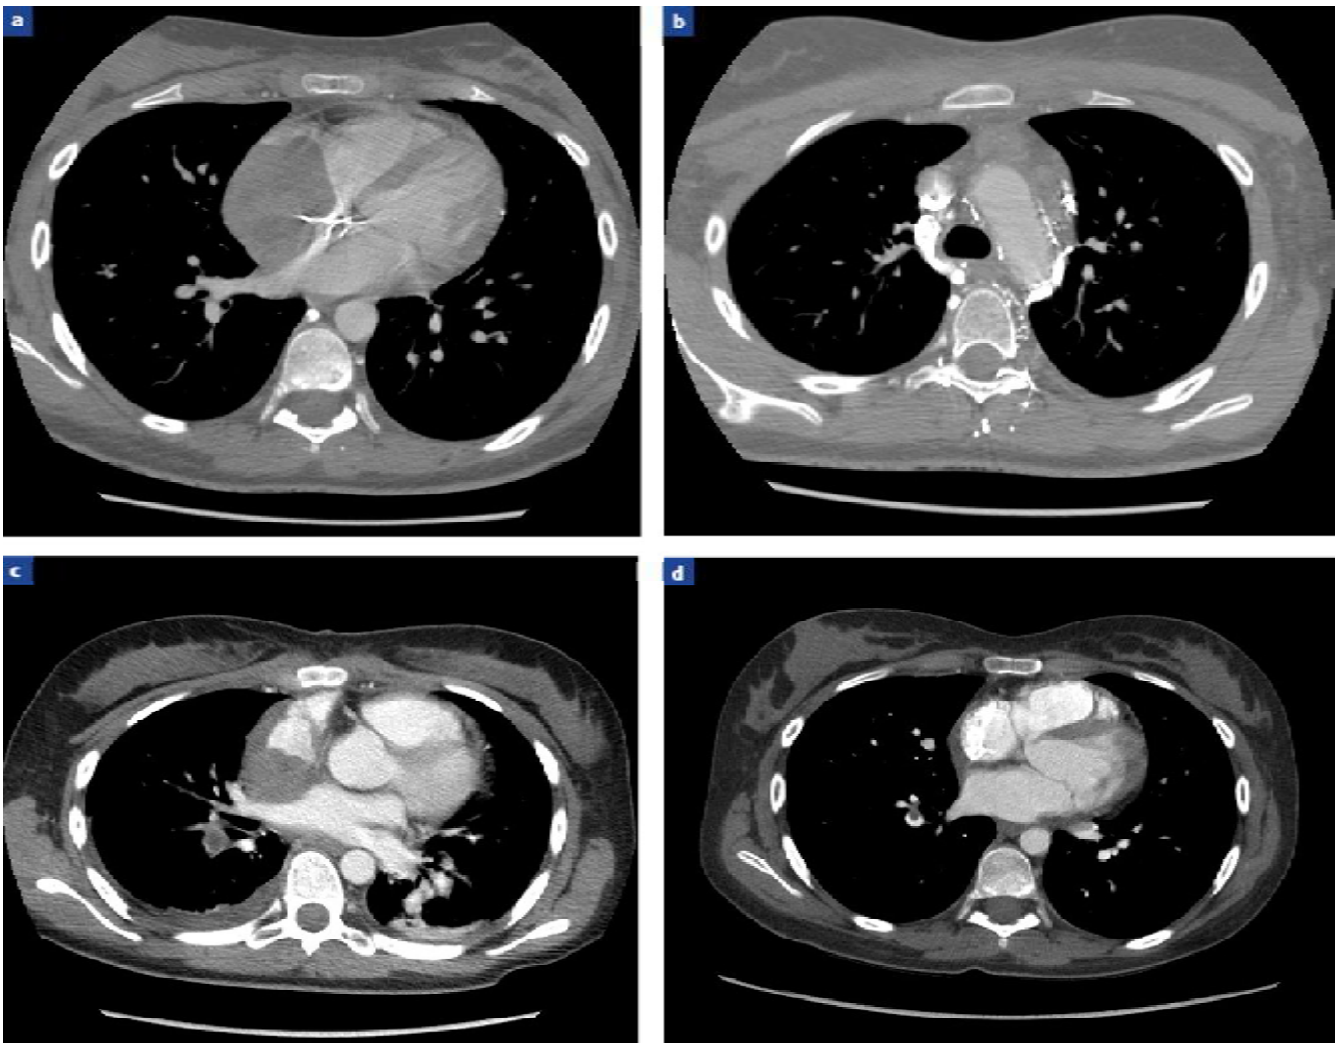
tomodensitométries (TDM) coupes axiales après injection d'iode ;
